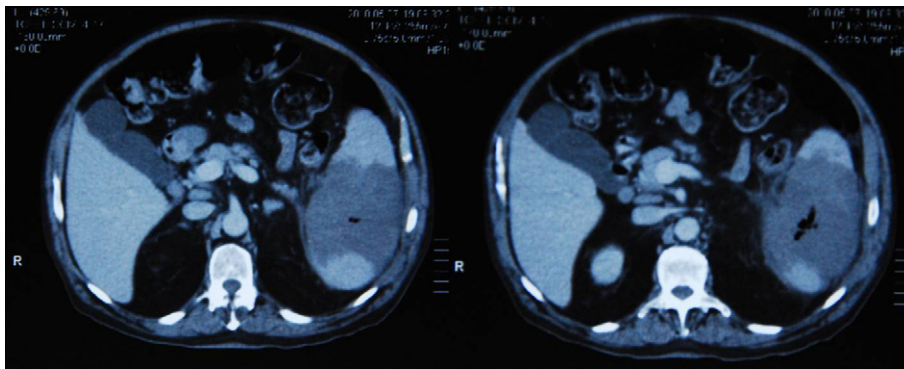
Infarto esplénico abscesificado en corte de TC.
